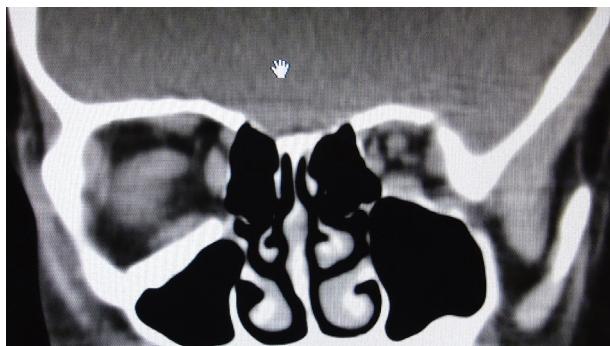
Tomografía computada posquirúrgica. Corte coronal.
